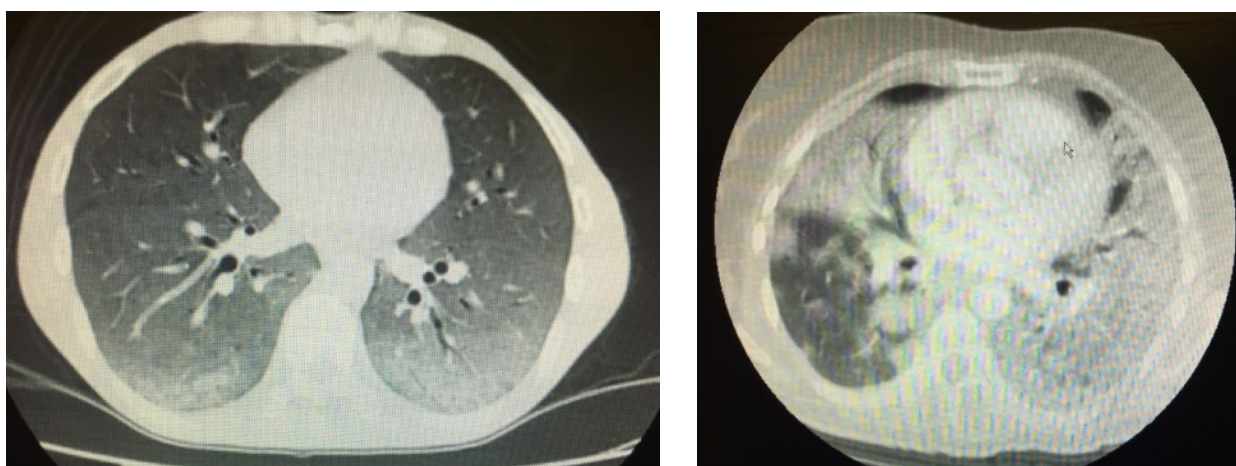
Компьютерная томограмма легочной ткани у пациентов с ОРДС вследствие гриппа А(Н1N1)pdm09. Примечания: слева - преобладание зон «матового стекла», справа - преобладание зон «консолидации» легочной ткани
